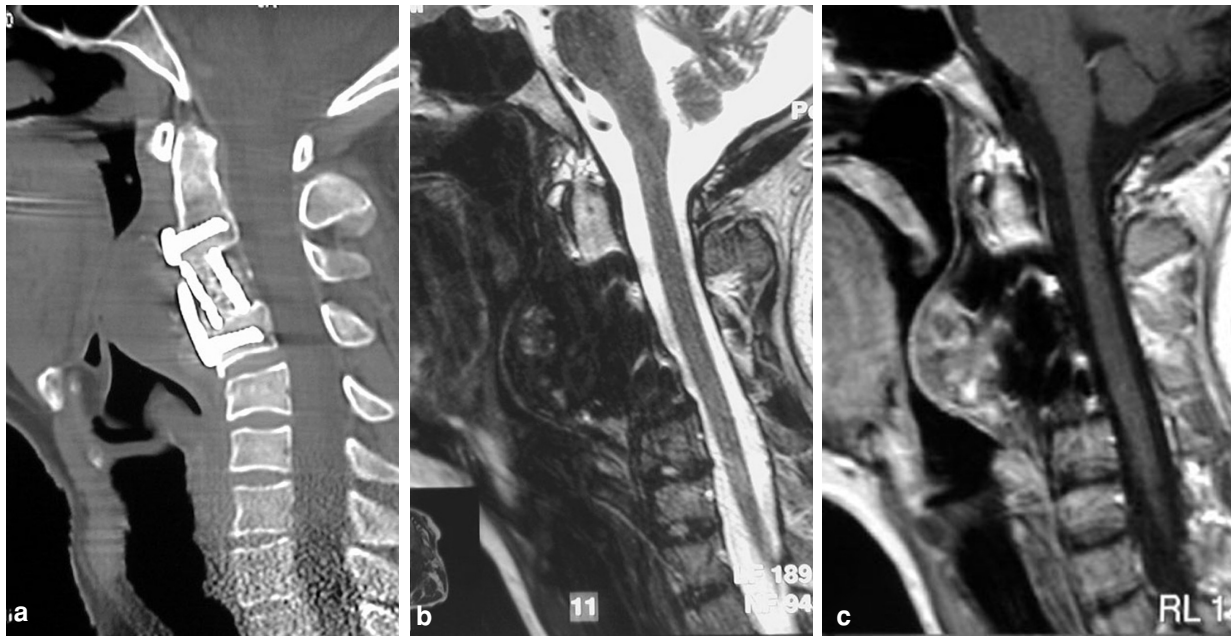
TCG envahissant l'espace prévertébral de C3 chez un homme de 30 ans ayant eu 4 ans auparavant un curetage, greffon osseux et arthrodèse de C3 pour kyste osseux anévrismal. (a) Reconstruction TDM sagittale : masse prévertébrale refoulant l'oropharynx et l'hypopharynx. (b) Coupe sagittale T2 : bas signal de la masse. (c) Coupe sagittale T1 avec injection : rehaussement hétérogène.
